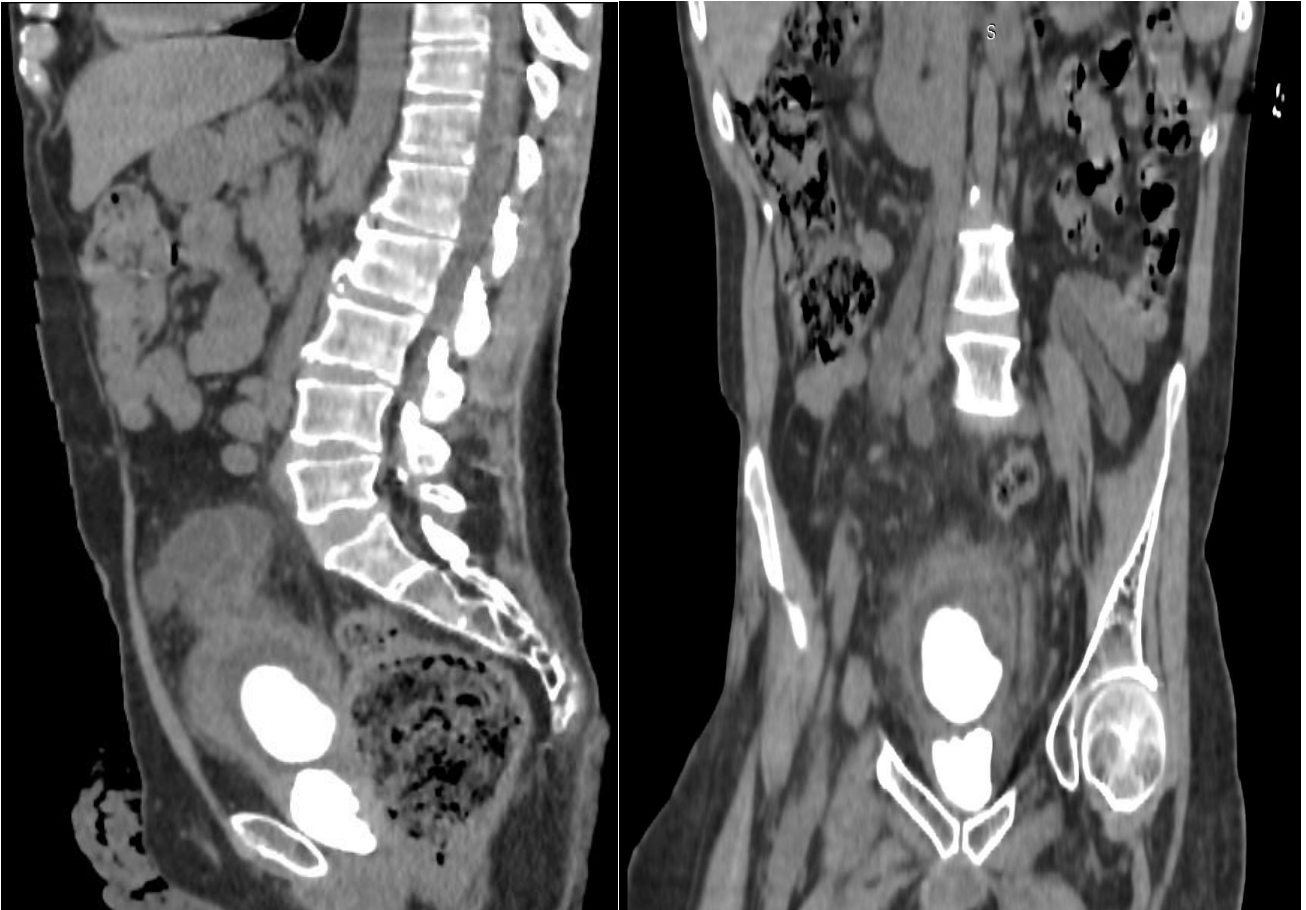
TDM abdomino-pelvienne (C-) montrant deux gros calculs de vessie .
